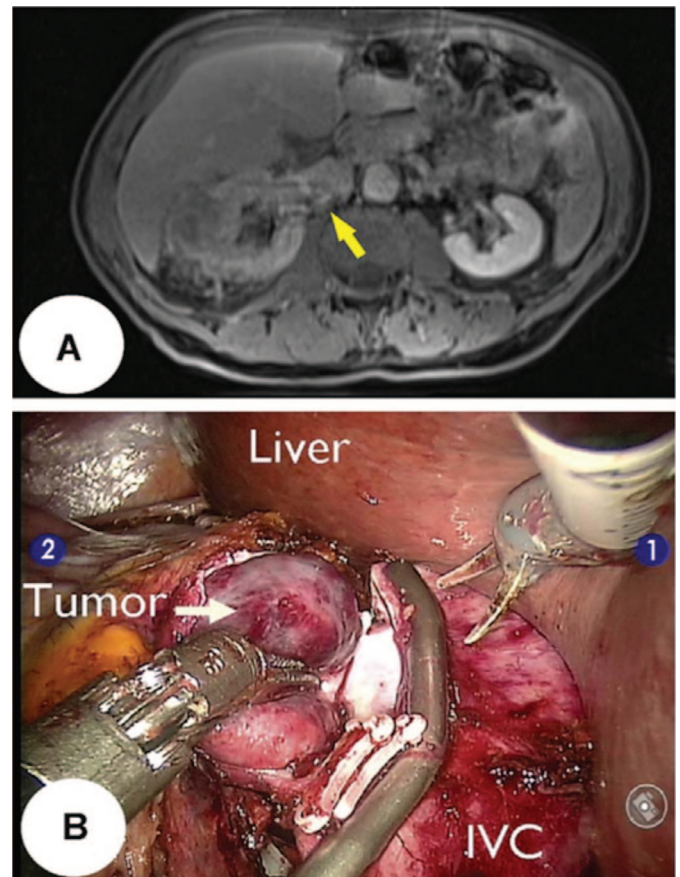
Робот-ассистированная правосторонняя нефрэктомия с тромбэктомией из НПВ: А – сканы компьютерной томографии опухоли правой почки с опухолевым тромбом НПВ, В – каватомия, тромбэктомия из НПВ [45]
